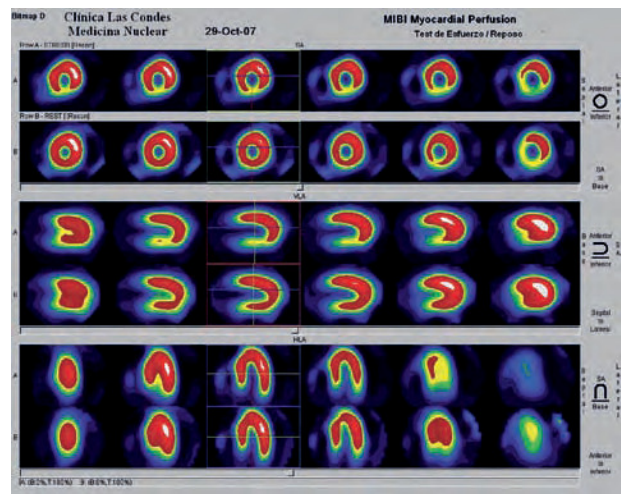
Cintigrama miocárdico SPECT con ^{99m}Tecnecio sestamibi y esfuerzo, que muestra defecto de perfusión en pared inferior durante fase de estrés que es reversible en las imágenes adquiridas en reposo (isquemia de pared inferior). Cortesía de Dra. S. Neubauer; Medicina Nuclear CLC.
